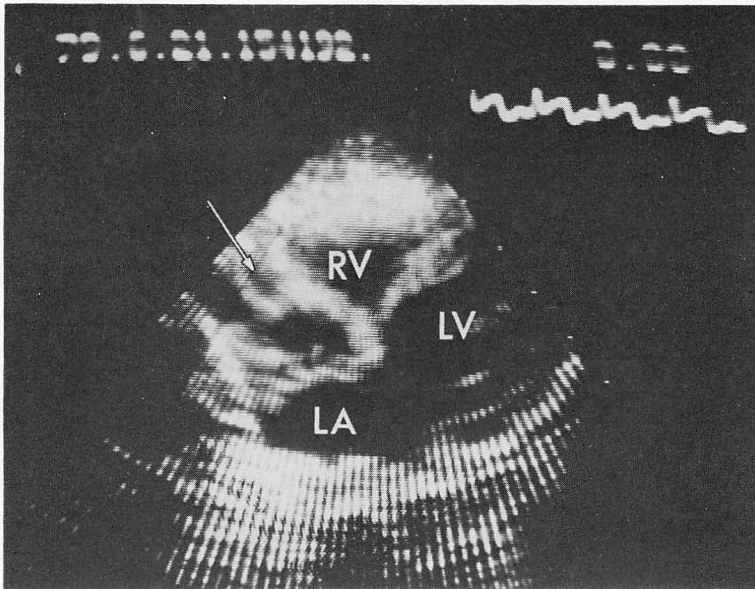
Frontal two-dimensional echocardiogram, plane F_4 , from a patient with MCLS who has an aneurysm of the peripheral portion of right coronary artery.
